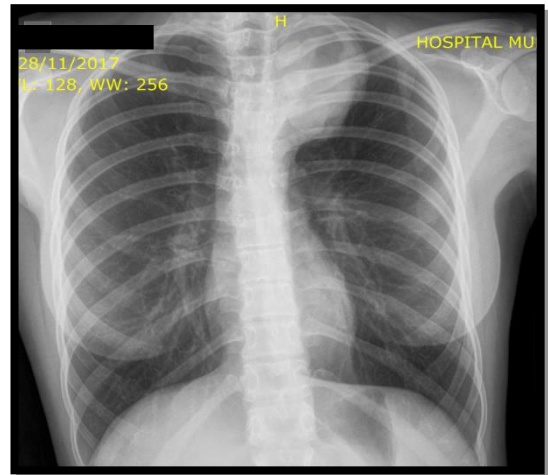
Radiografía de tórax (frente). Ensanchamiento mediastinal a expensas de Radiopacidad redondeada en vértice pulmonar izquierdo adyacente del cayado aórtico.
